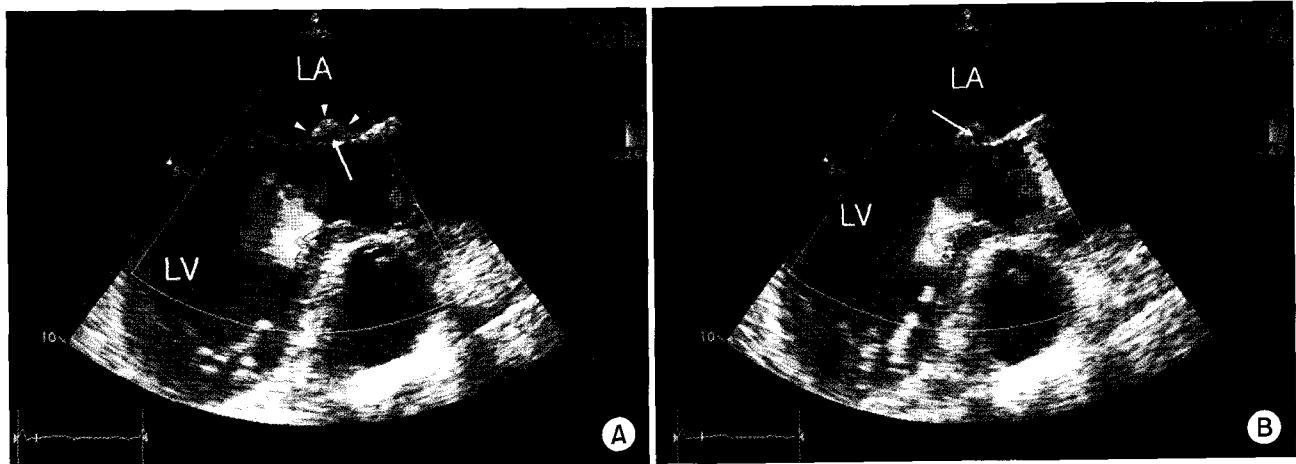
Transesophageal echocardiograms with color flow imaging. (A) The echogenic mass is attached to the base of the anterior mitral valve leaflet (arrow heads) with an echoluent elongated burrow (arrow) within the tumor. (B) A blood flow within the burrow is demonstrated (arrow)(LA=left atrium; LV=left ventricle).
